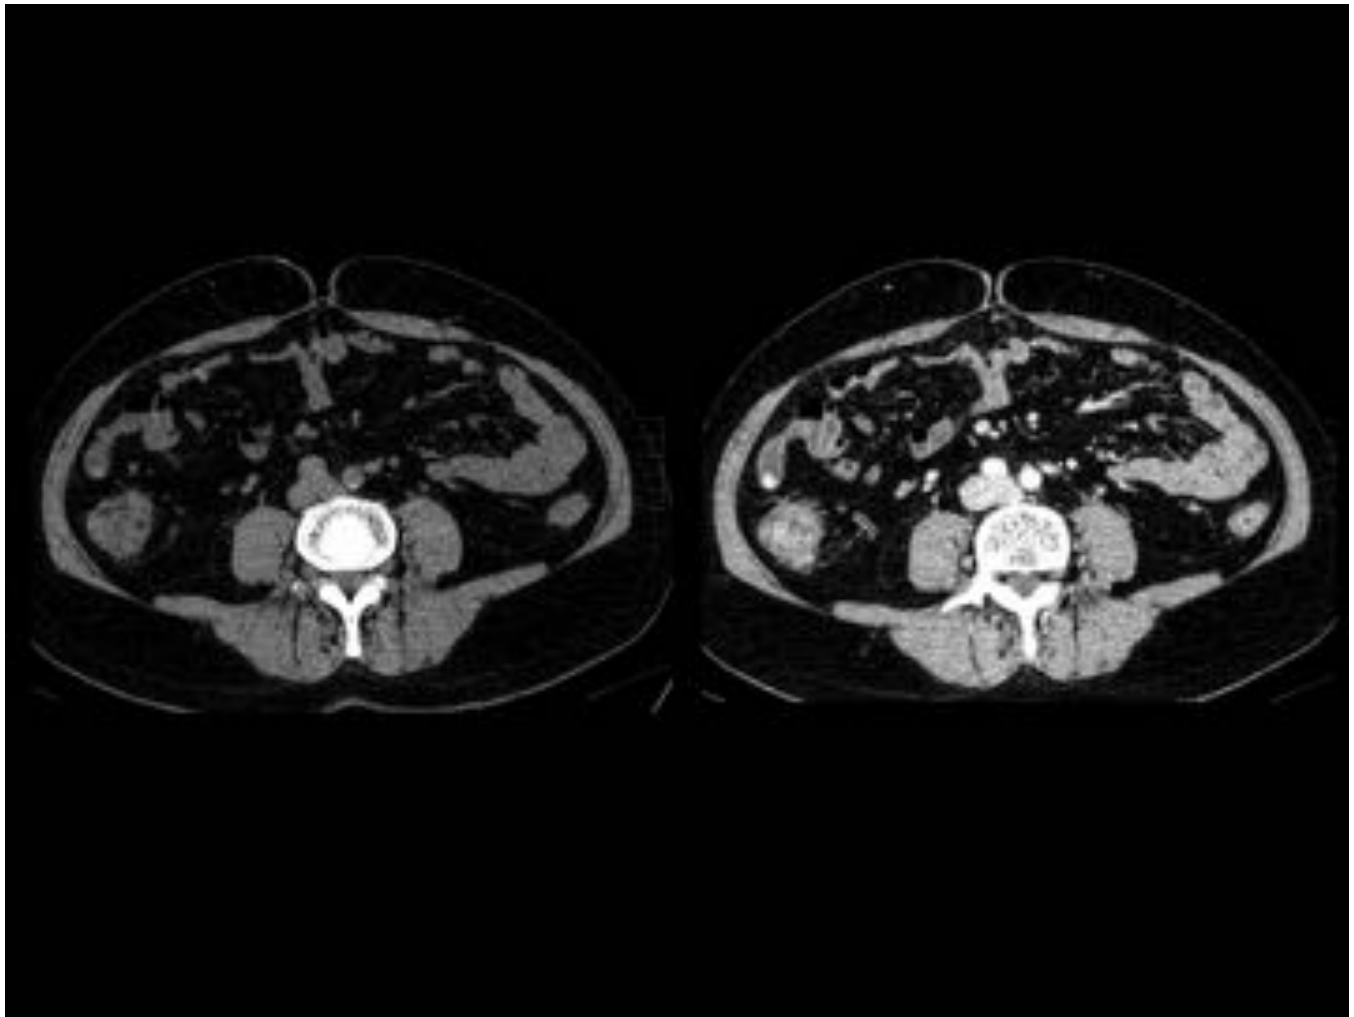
Cortes axiales de TC abdominal en fase basal y arterial. Imagen tubular en el flanco derecho, que termina en fondo de saco ciego, y que parece depender de un asa de delgado. Por la localización podría corresponder a un divertículo de Meckel. Presenta un foco de extravasado de contraste en fase arterial, no visualizado en la fase basal. El paciente fue intervenido. Se confirmó que se trataba de un divertículo de Meckel.
